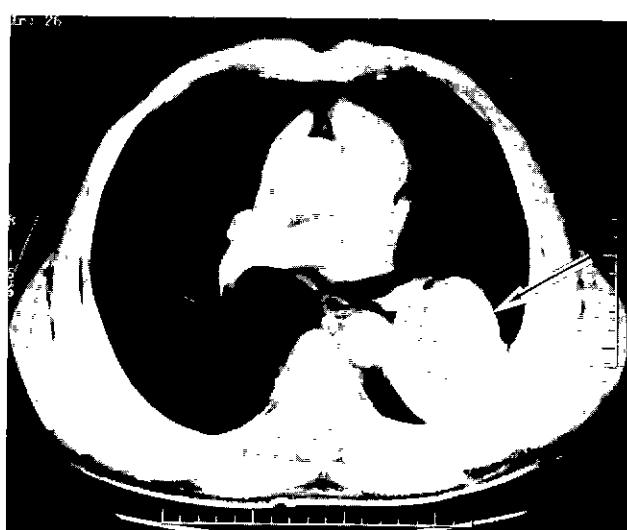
Chest CT shows 8cm sized well defined large mass with central necrosis, and shows heterogeneous contrast enhancement. The mass abuts on the inner chest wall at the level of posterior portion of left 5th and 6th ribs. There is cortical destruction of left 6th rib
